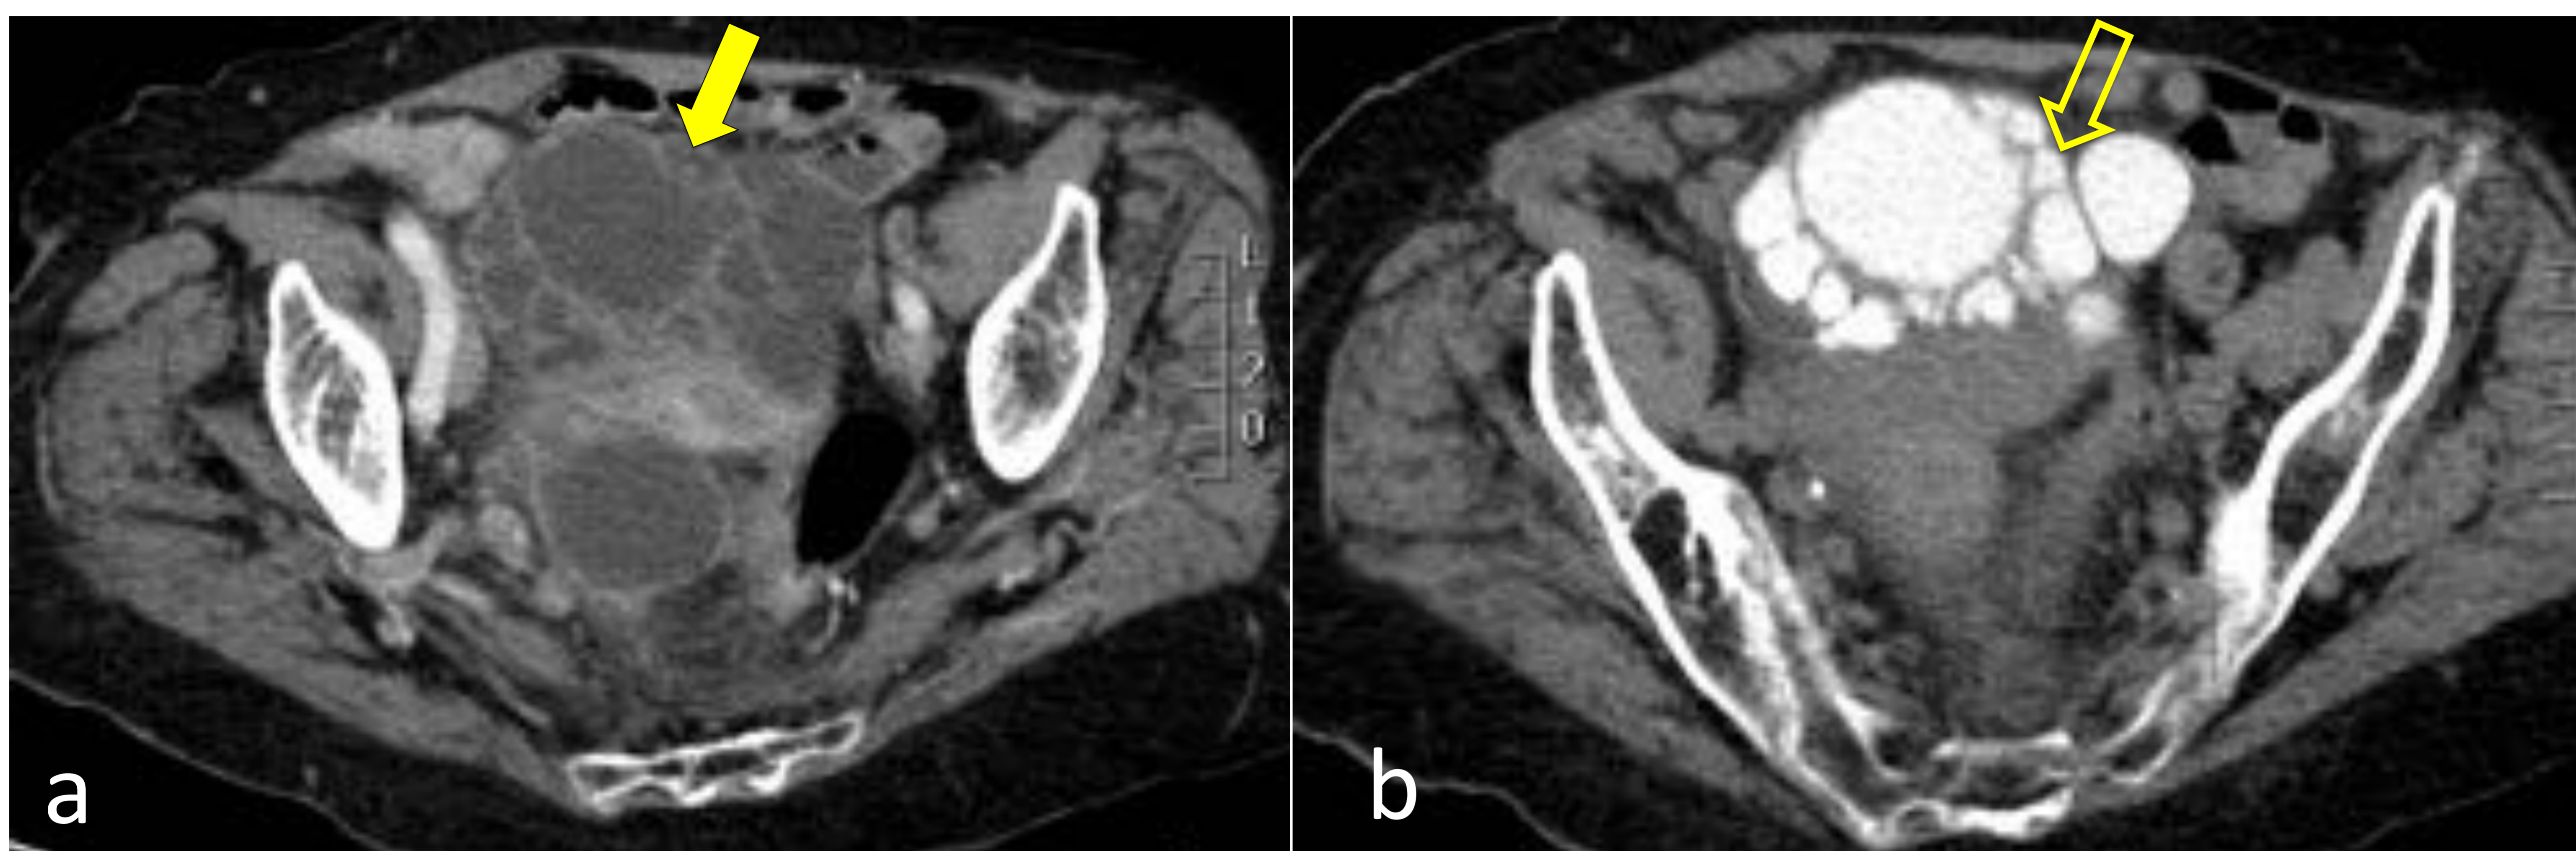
TC abdominal con contraste IV, axial (a) y axial con contraste en fase excretora (b).
